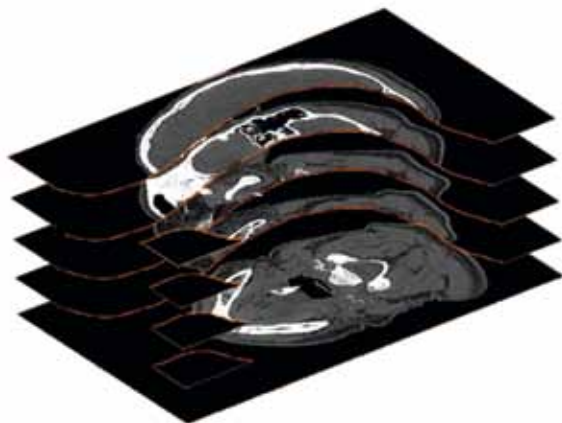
Последовательность томографических снимков головы пациента
